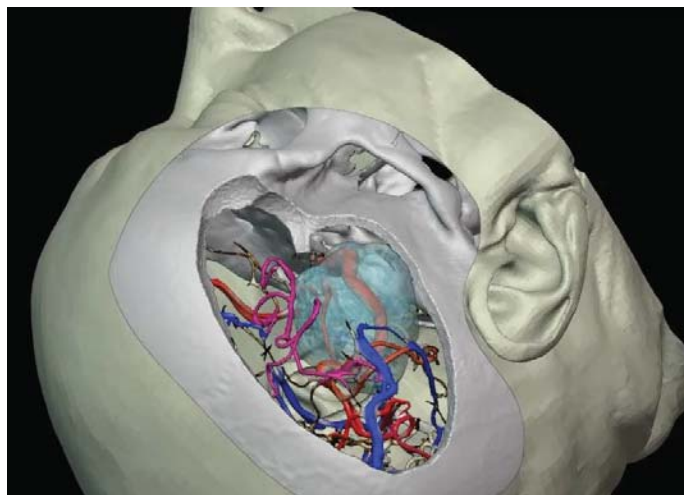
Сегментация зон интереса на основании КТ и КТА у пациентки с ГА СМА. Отдельно выделены (сегментированы) кожа, кость, ветви СМА, силвиевы вены и гигантская аневризма СМА справа
